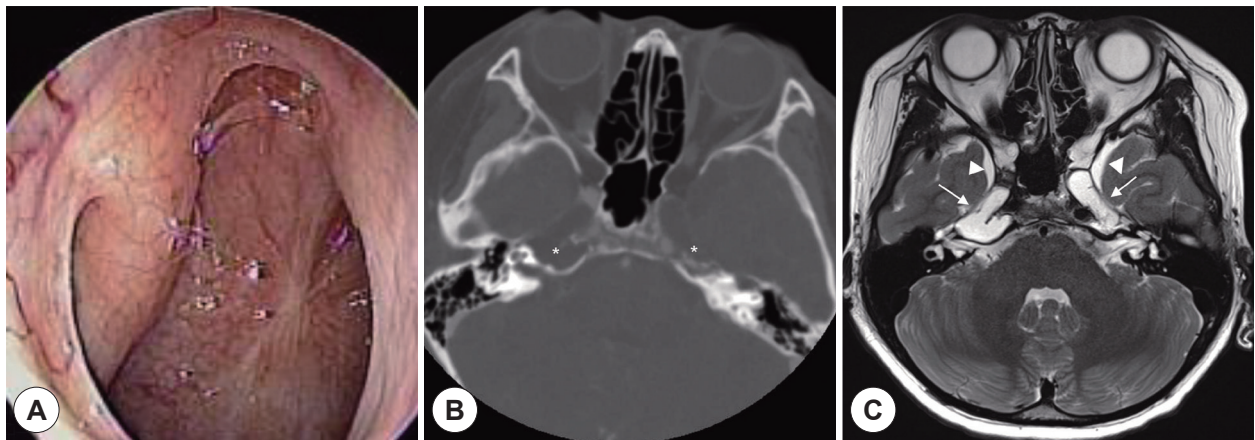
Initial endoscopic and imaging findings. A: Scar is observed in nasopharynx, but there is no cerebrospinal fluid (CSF) leak. B: Osteolytic lesions (asterisks) in bilateral petrous apex are seen on axial view of CT. C: Axial T2-weighted MRI. Bilateral meningocele (arrow) of bright T2 high signal intensity like CSF in petrous apex extending to Meckel's cave (arrowhead) and cavernous sinus.
